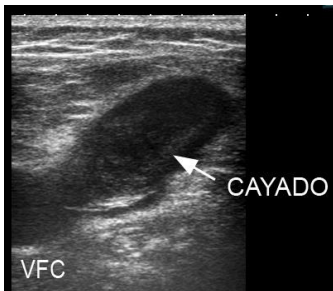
Trombosis en el cayado de safena interna. Ecografía modo B, plano axial. La trombosis del cayado safeno-femoral se extiende a la vena femoral común (VFC).
